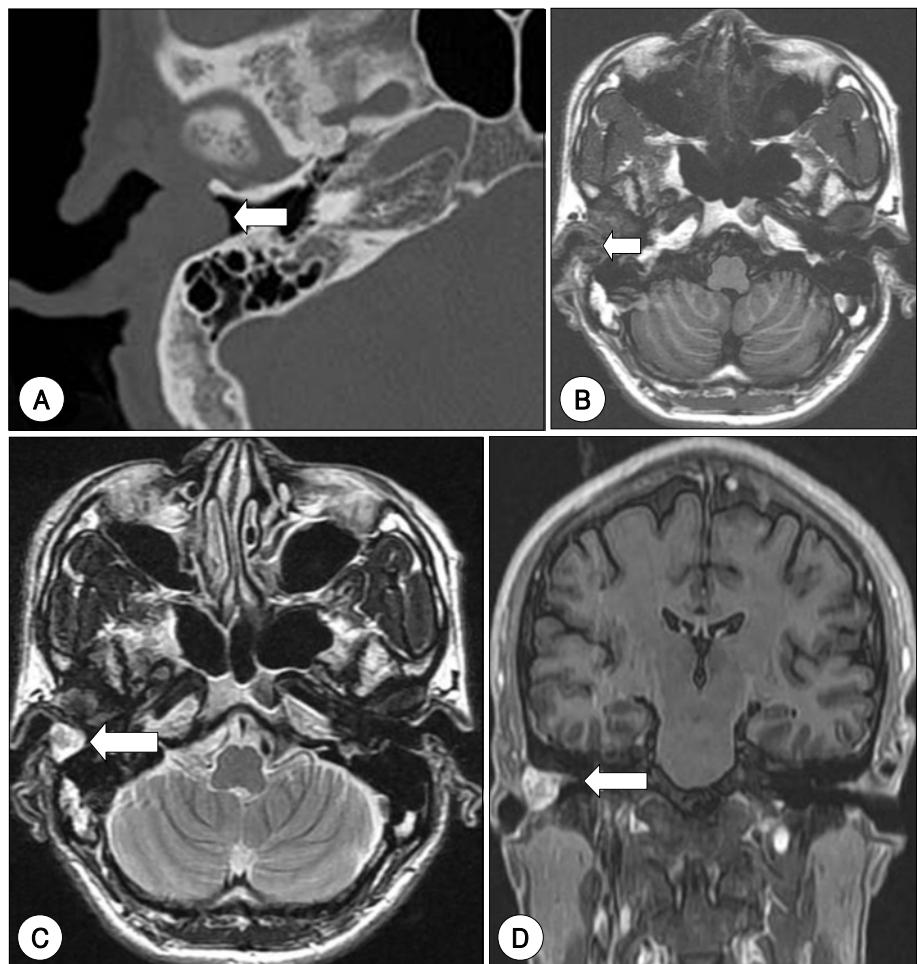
A : Axial temporal bone CT scan shows well circumscribed soft tissue density mass obstructing external auditory canal near totally (arrow). B and C : Axial view of MRI scan shows well demarcated low signal intensity mass on T1 weighted image (arrow) (B), high signal intensity on T2 weighted image (arrow) (C). D : Postcontrast coronal view of MRI scan shows heterogeneous enhancement of the lesion (arrow).
